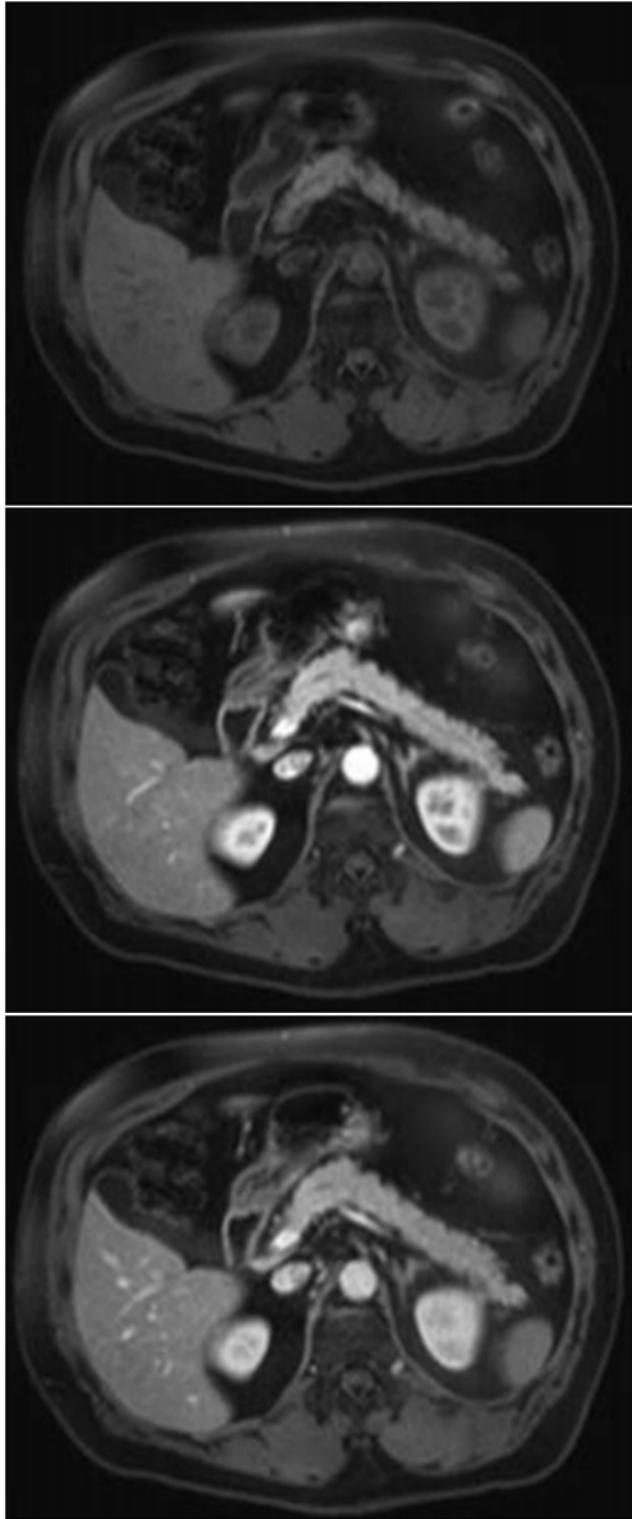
Coupes axiale de l'IRM en différents temps ;(A) pondération T1 avant injection de GADO, (B) après injection temps parenchymateux, (C) après injection temps veineux. (5)
